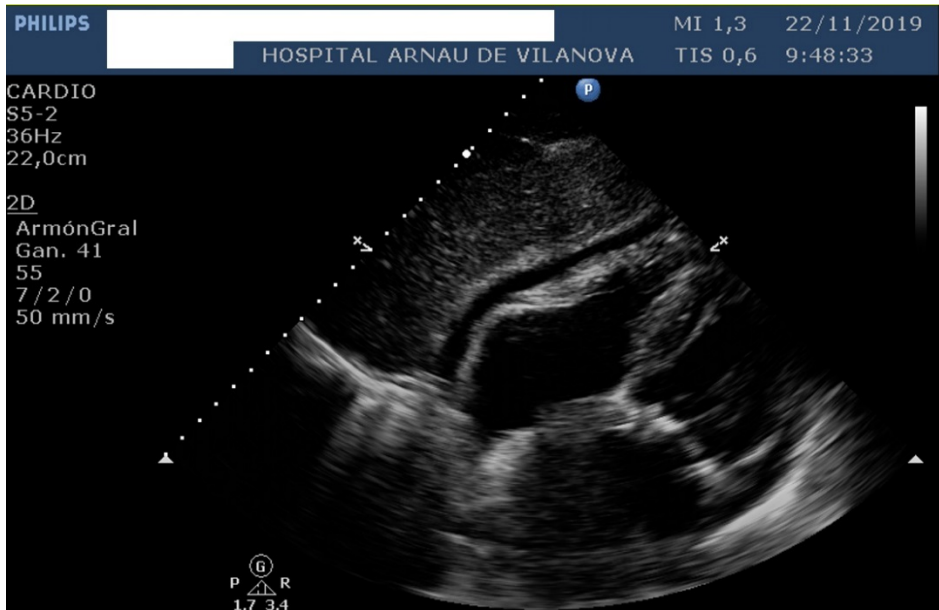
Ecocardiograma bidimensional que muestra derrame pericárdico ligero
